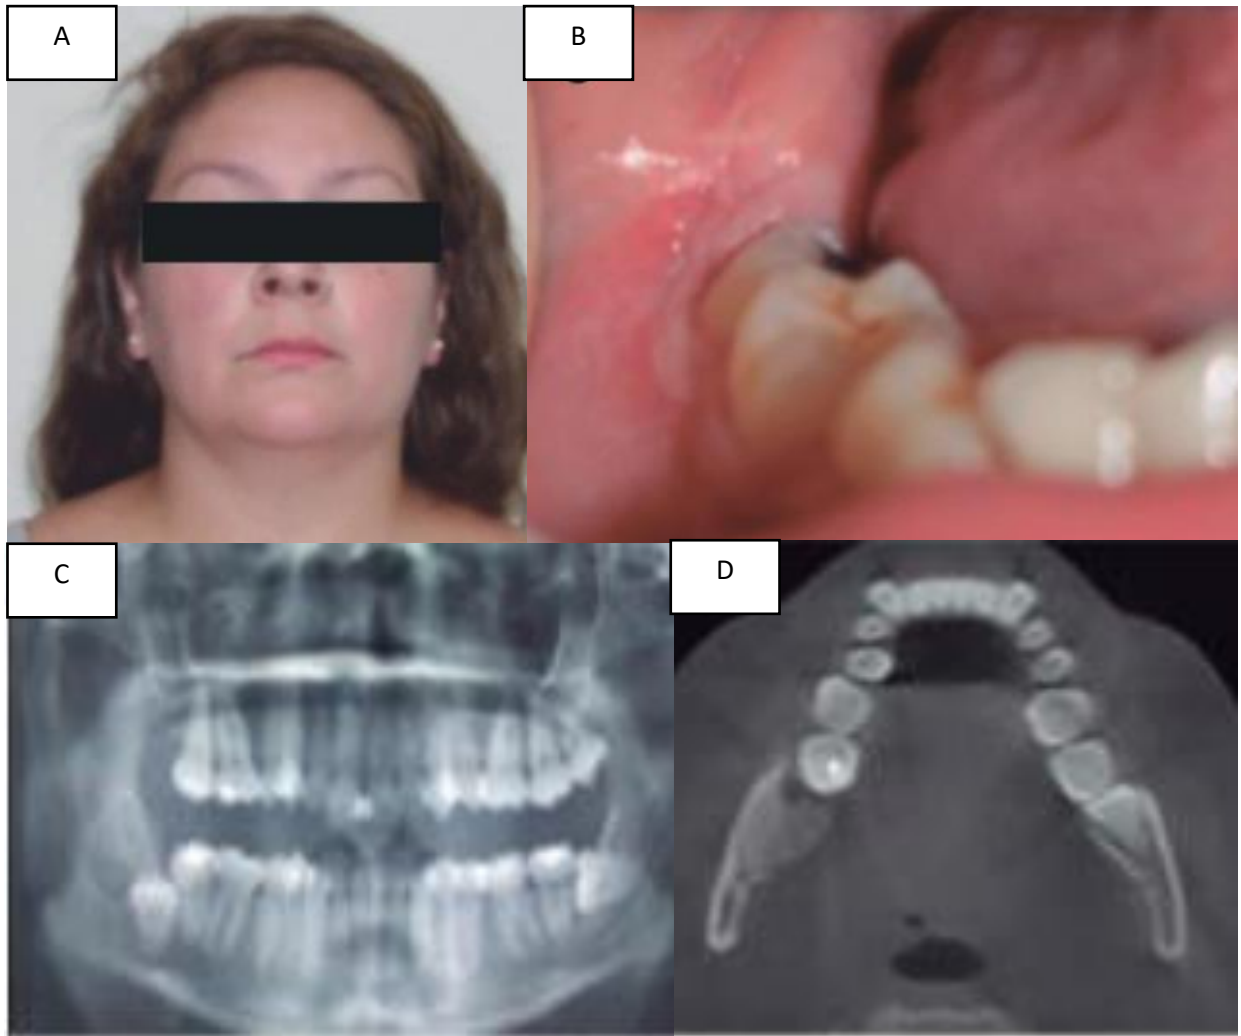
Fibroma osificante origen odontogénico. A. Mujer, 34 años de edad, presenta leve asimetría en zona del ángulo mandibular derecho, refiere disestesia en labio inferior de más de un año de evolución. B. Intraoralmente se aprecia mucosa y encías de aspecto normal, aumento de volumen en zona retromolar derecha de consistencia pétreo y asintomático a la palpación. C. Panorámica diente 48 semi-incluido en angulación vertical, con lesión distal de densidad mixta distal, 4 x 3 cm de extensión, bordes escleróticos y centro radiopaco, sobrepoyectado en conducto alveolar inferior. D. Tomografía computarizada, se observó área de densidad mixta, circunscrita de límites definidos, distal a pieza 48 semi incluida y anterior a rama mandibular, evidente expansión cortical vestibular y lingual.
